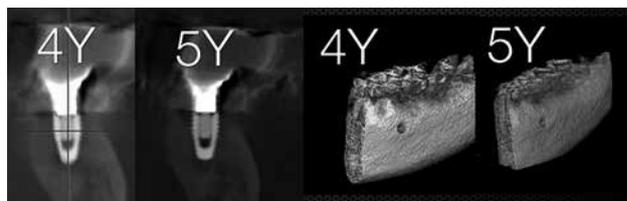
術後 5年の CT 像及びボリュームレンダリング像であるが、ネック部に若干の骨吸収は観察されるものの深部には安定して骨様の像が観察される
